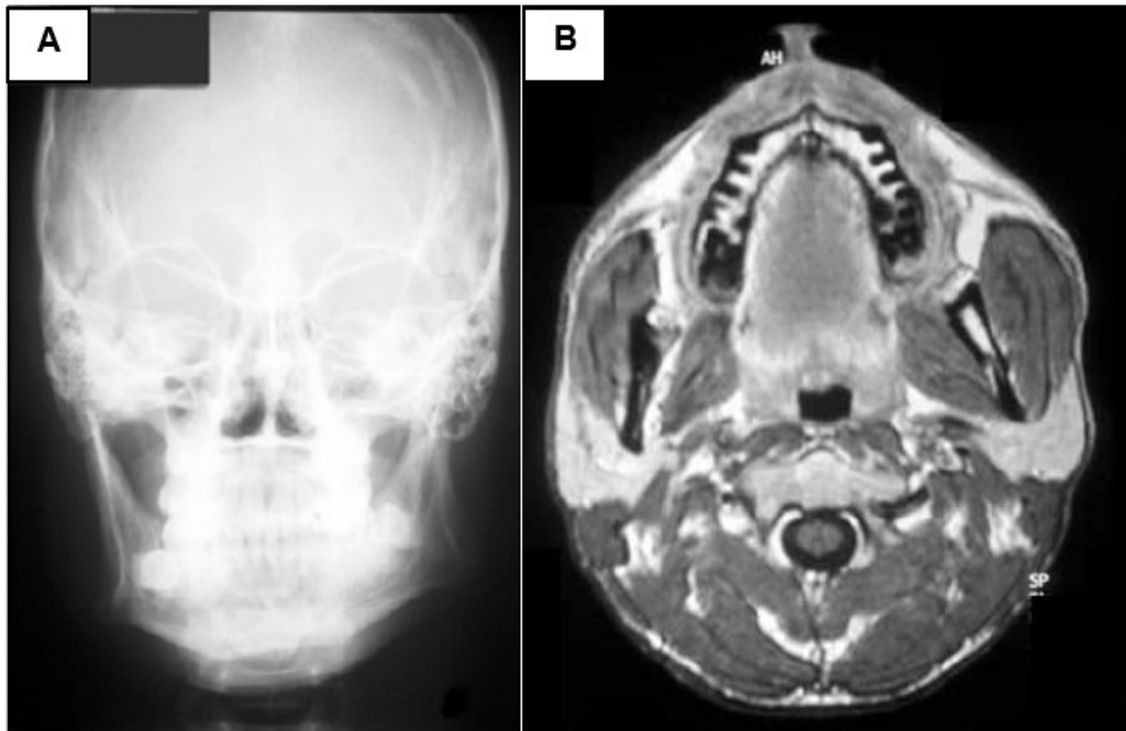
(A) Radiografia anteroposterior mostrando o desenvolvimento do ângulo da mandíbula. B) Ressonância magnética que confirma a radiografia e mostra a hipertrofia do masseter esquerdo. Fonte: Sannomya et al. (2006).
